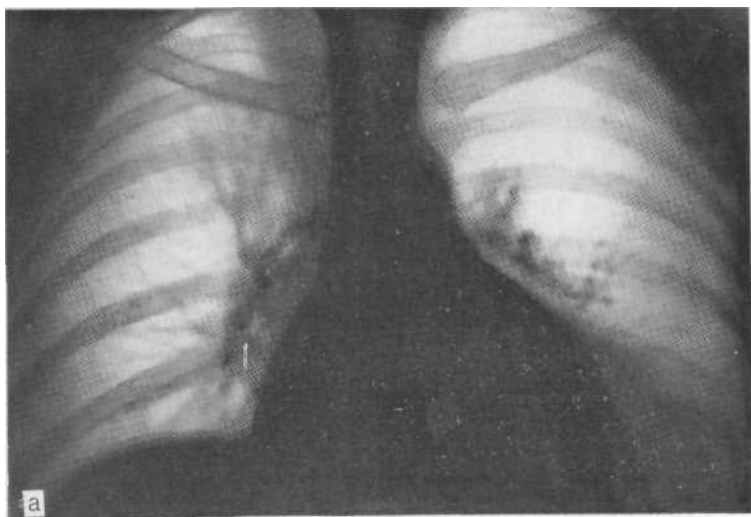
Обзорная рентгенограмма (а) и томограмма в боковой проекции (б) Центральный, эндобронхиальный рак верхушечного сегментарного бронх справа. Верхушечный сегмент затемнен, контуры затемнения выпуклые. Онерация.
